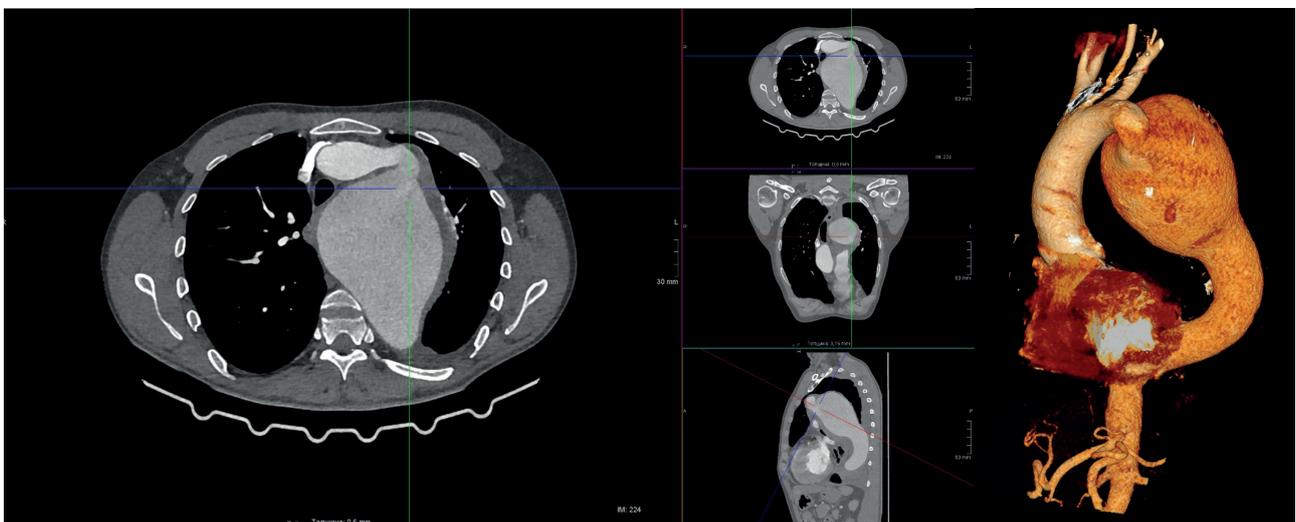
Гигантская аневризма нисходящего отдела грудной аорты (данные мультиспиральной компьютерной томографии)
